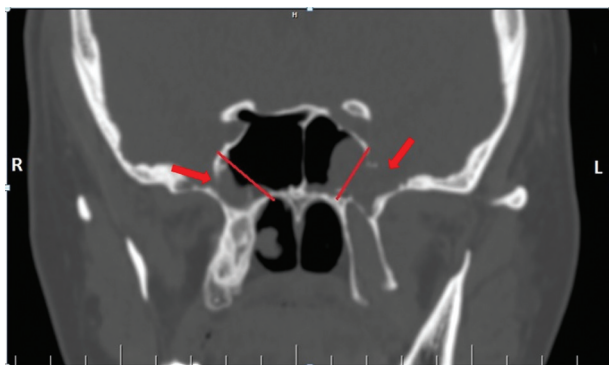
СКТ (фронтальная проекция). Двусторонние дефекты латеральных карманов клиновидной пазухи (указаны стрелками). Линии соединяют круглое отверстие и канал Видиева нерва.
